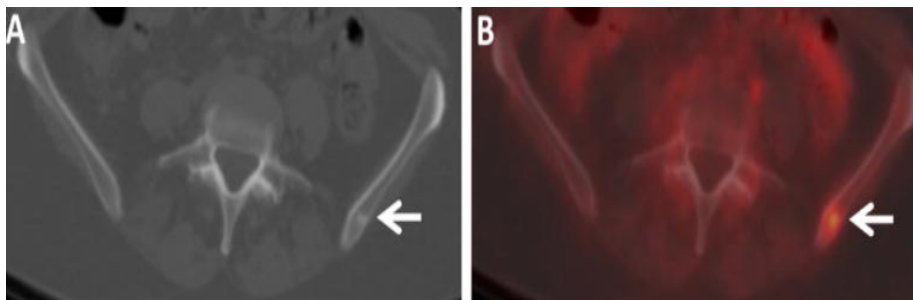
Pequena metástase óssea blástica ávida por FDG em paciente feminina, imagens axial de TC (A) e FDG PET/TC fundida (B) nos ossos da pelve de paciente feminina de 56 anos com CDI demonstram uma pequena lesão óssea blástica ávida por FDG no ílio esquerdo (setas). Pequenas lesões semelhantes, ávidas por FDG foram observadas na escápula esquerda e no ísquio esquerdo (não mostrado). A metástase óssea foi confirmada por biópsia.
